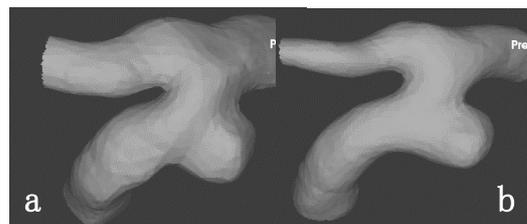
メッシュ数の違い a.MRI | b.CT
